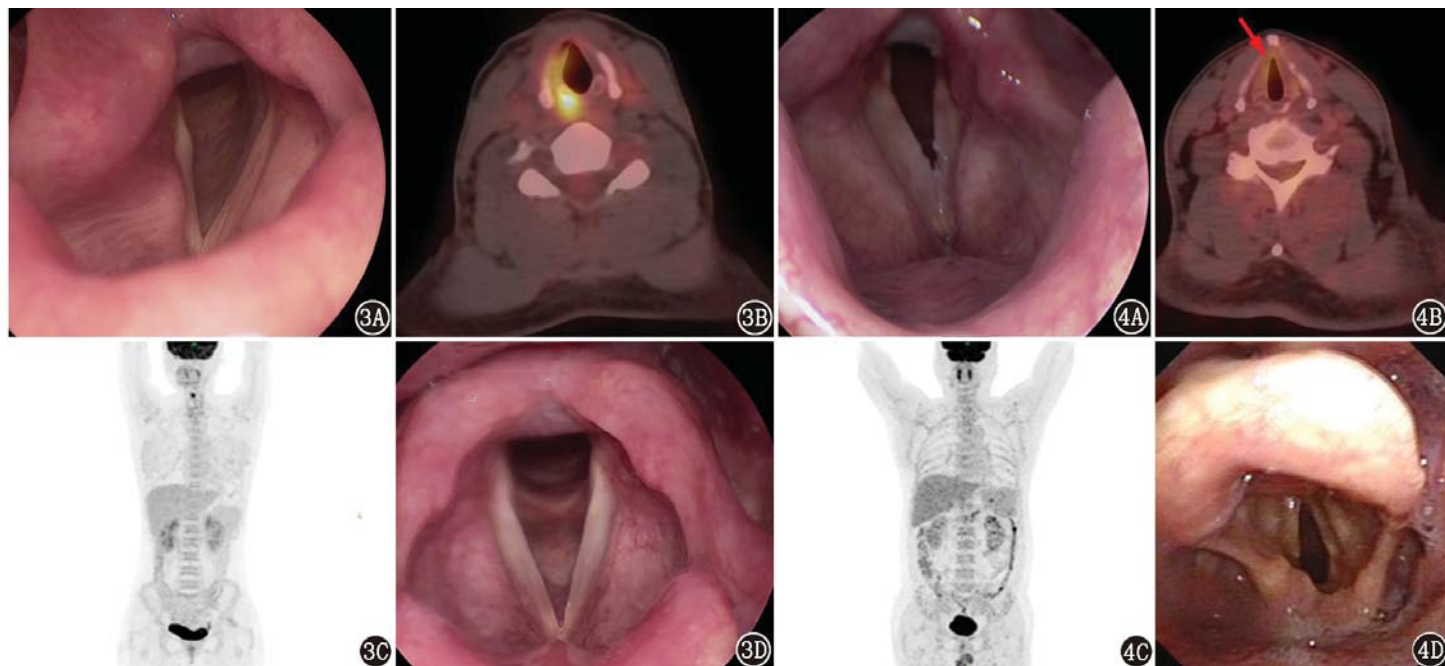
炎性病变患者(男,55岁,声音嘶哑1个月,伴胸背痛、咽痛,无发热、鼻塞、咳嗽等)电子喉镜及影像学检查图。3A.电子喉镜提示右侧声带麻痹,未见新生物;3B. ^{18}F -脱氧葡萄糖(FDG)PET/CT显像示右侧声带及周围软组织放射性摄取增高,最大标准摄取值(SUV_{max})为10.1,考虑为局部炎性反应;3C.全身PET显像(包括脑)未见明显FDG代谢异常增高肿瘤性病灶;抗感染治疗2周后症状缓解,定期随访6个月无声嘶;3D.6个月后复查电子喉镜双侧声带光滑,活动佳
